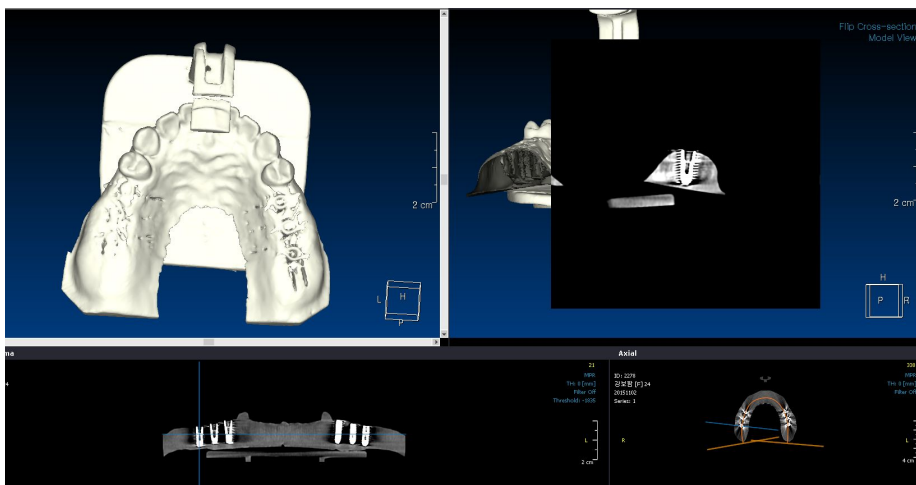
Post-surgical Cone beam-CT image.
